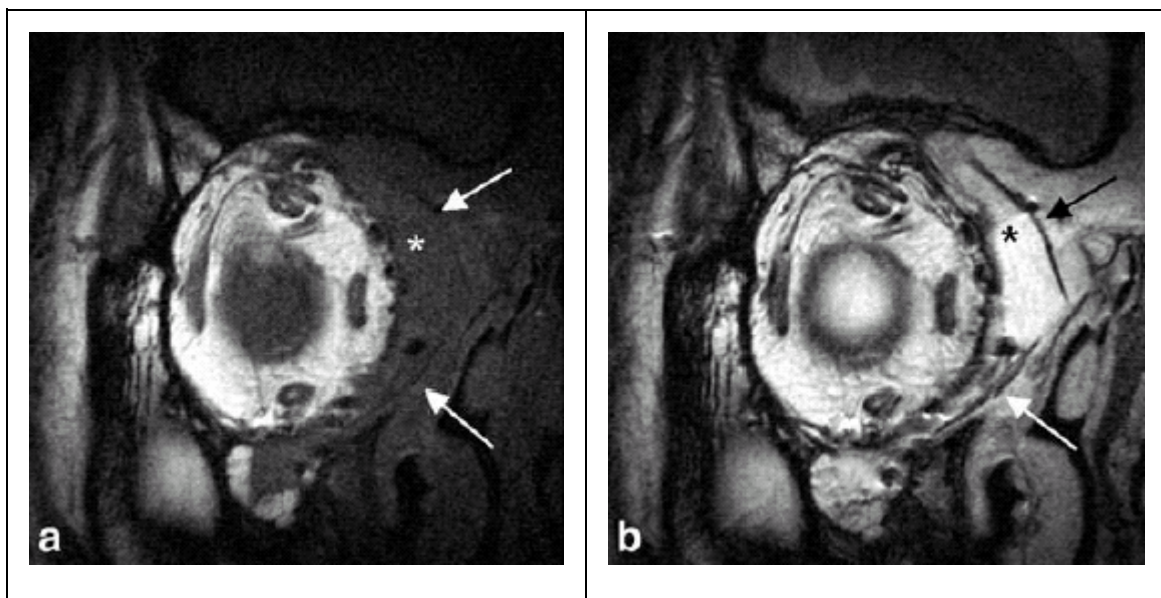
In MRT-Bildern a und b mit Pfeilen markierte Lage der Folie
